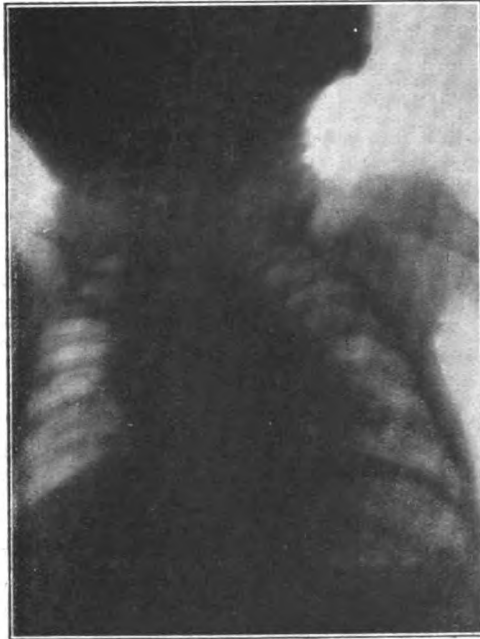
Röntgenbild der Lungen und der Lungenhernien.
